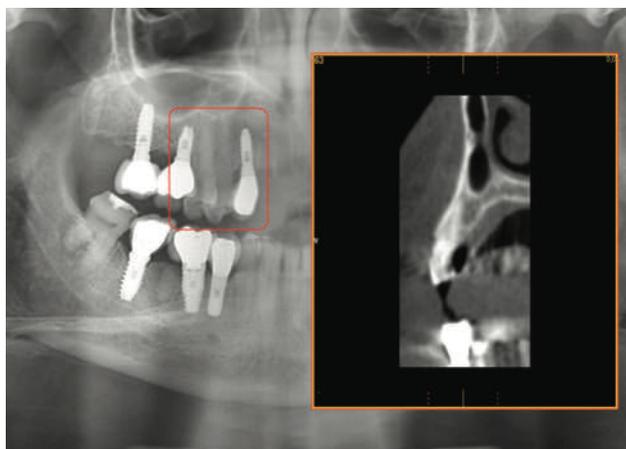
Ortopantomografía y CTBC previos.
